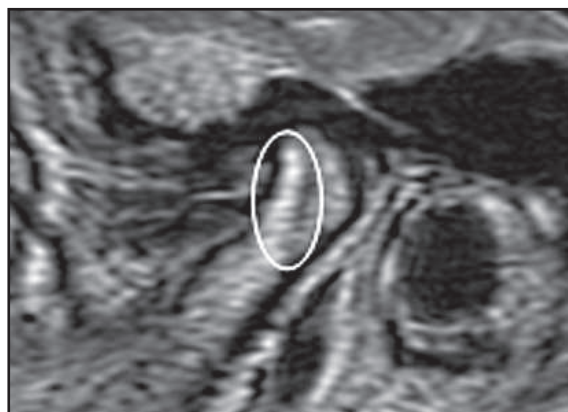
RMN da ATM, em T2, com uma área de hipersinal no osso medular do côndilo mandibular (elipse), mostrando a presença de edema ósseo intramedular
